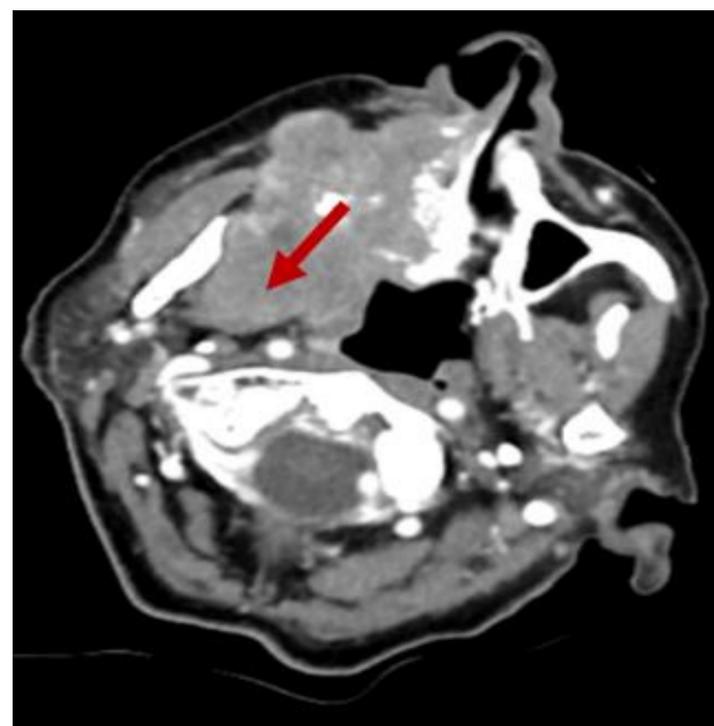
TAC axial con contraste. Invasión de la fosa pterigopalatina. Carcinoma de células escamosas
